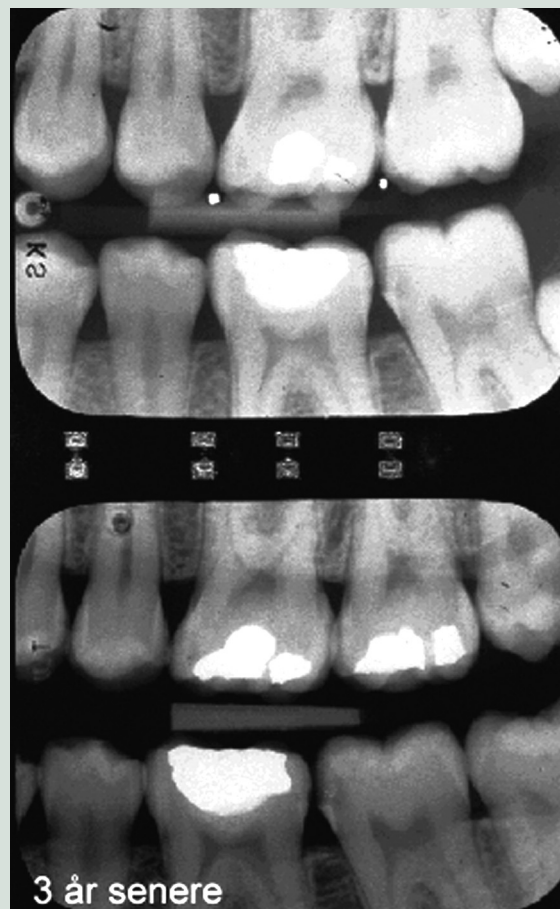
To venstresidige *bitewing*-optagelser med tre års mellemrum af samme patient. Dentinlæsionen i +7² er ikke progredieret.
